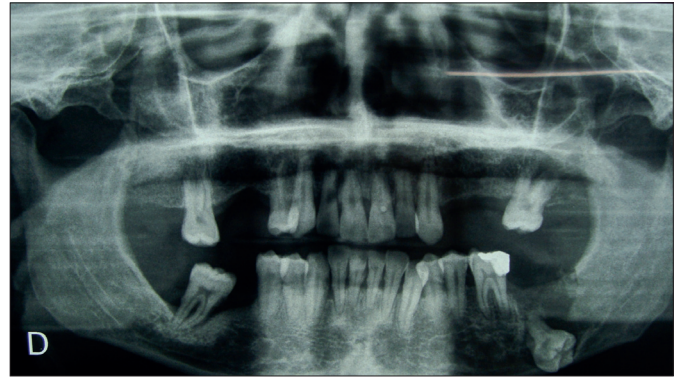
Radiographie panoramique : 38 déplacée en situation renversée.
